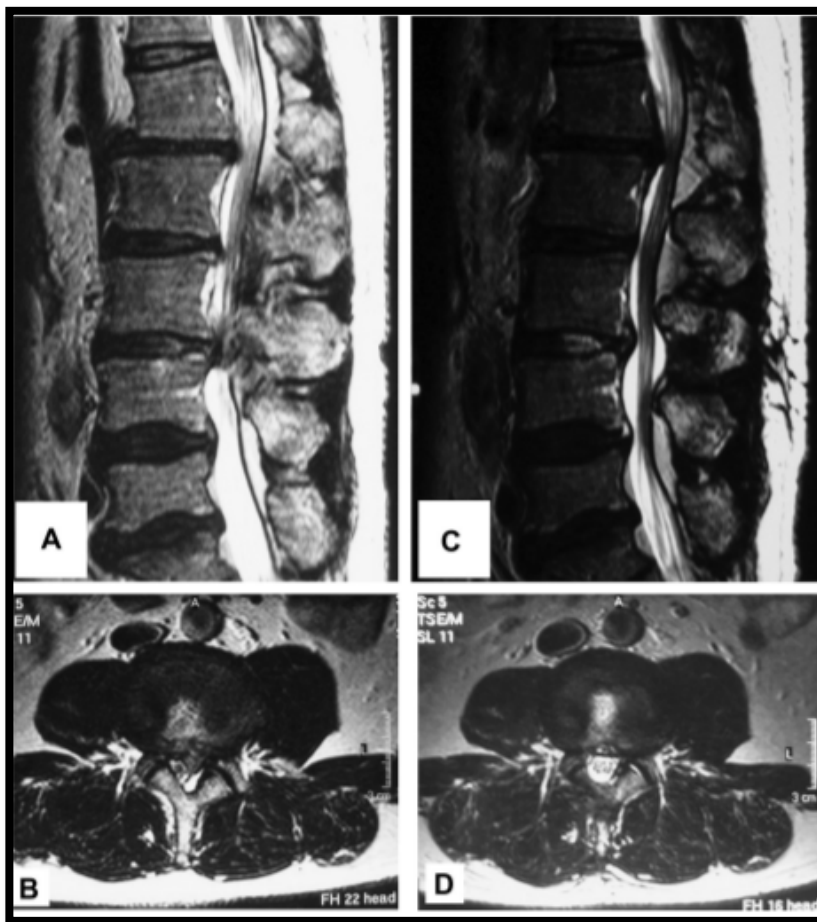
(A, B) Coupe axiale et sagittale en T2 montrant le fragment d’hernie discale au niveau de l’espace épidural postérieur au niveau L3-L4, au cours de la première visite. (C, D) L’IRM a montré la disparition des fragments de disques lombaires migrés dans l’espace épidural postérieurs 3 mois après la chirurgie [146A].
